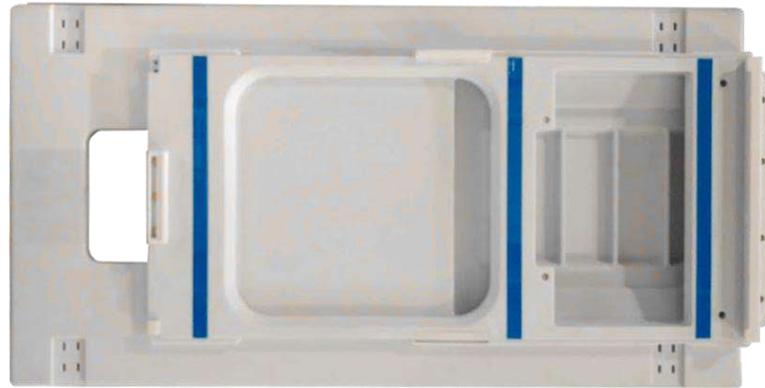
Basisplatte für den MRT-Tischadapter (nur zur Veranschaulichung)
